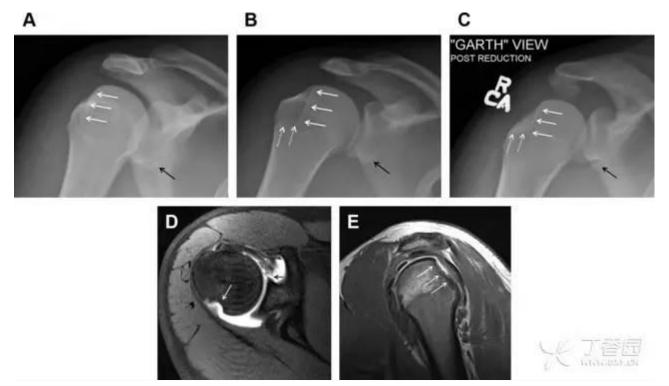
肩关节前脱位伴有 Hill-Sachs 和 Bankart 损伤: (A~C)肱骨头后外侧撞击骨折,白色箭头所示为骨折的内侧边界; (A)内旋位前后位片,(B)「V」形压缩骨折的下边界(虚线短箭头),(C)Garth 位(轴向投影)示 Hill-Sachs 损伤(虚线和实线折箭头),特别是对骨性 Bankart 损伤的诊断有帮助。(D、E)MRI 进一步证实了损伤
